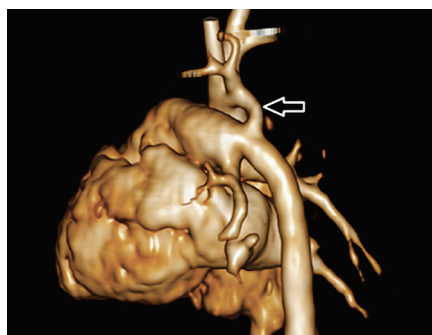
Картина мультиспиральной компьютерной томографии до операции. Стрелкой показан перешеек аорты (1,7 мм) с гипоплазией дистальной дуги
